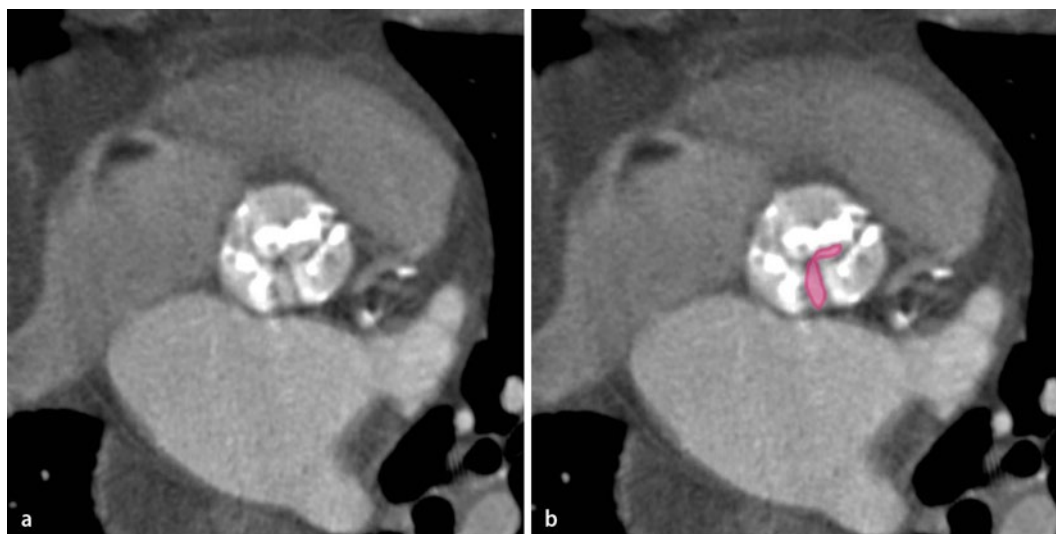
◀ a, b CTA-Datensatz mit Rekonstruktion in der Systole. a Restriktion der Aortenklappenöffnung bei erheblich verdickten und verkalkten Taschen. b Die planimetrische Messung der systolischen Öffnungsfläche (AVA, rote ROI) ergibt einen Wert von 0,8 cm², was für eine schwere Aortenstenose spricht. CTA CT-Angiographie, ROI „region of interest“
